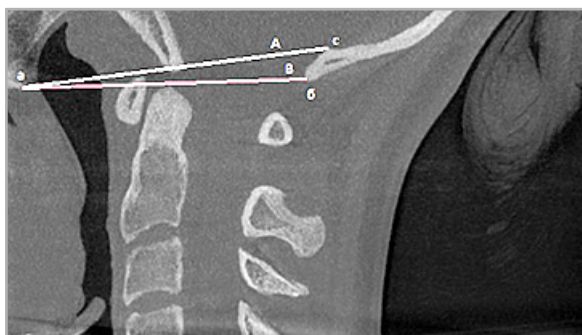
КЛКТ-томограмма, MPR в сагиттальной плоскости. Ориентировочные показатели: А — линия Чемберлена, В — линия Мак-Грегора
